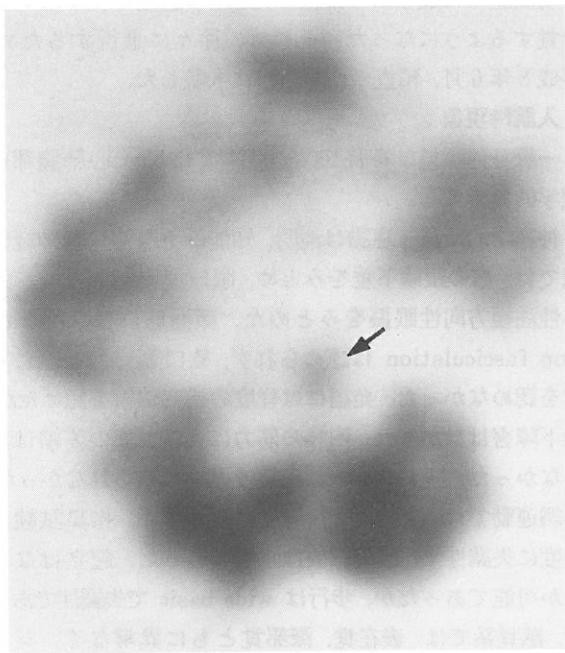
The 99m Tc-ECD SPECT of the brain of the patient showing decrement of the rCBF in the brain stem (arrow), but normal appearance in the cerebellar hemispheres.
